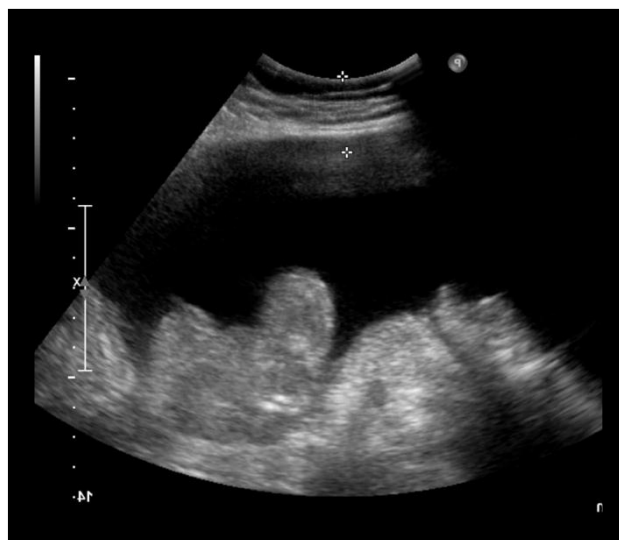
Échographie abdominale montrant une ascite
